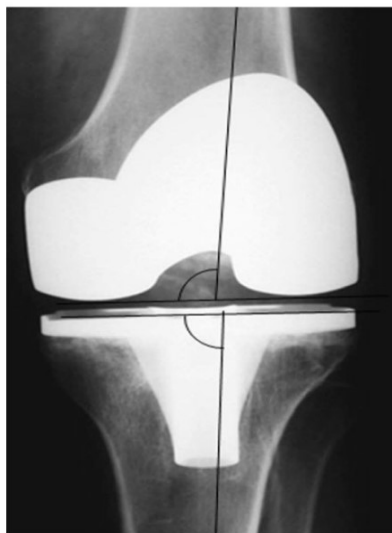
Postoperative Röntgenaufnahme einer KTEP mit einem MDFA von 95° und einem MPTA von 85°. Es liegt eine suboptimale Positionierung der Tibiakomponente vor (53)
